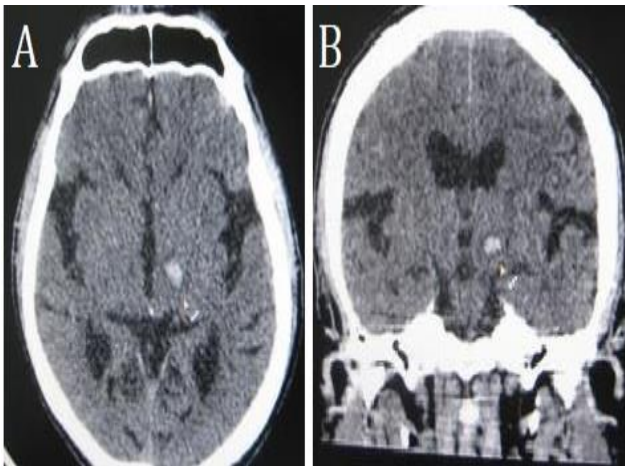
Tomografia computadorizada de crânio (A corte axial, B corte coronal) revelando lesão hiperdensa em topografia de núcleo subtalâmico esquerdo.
